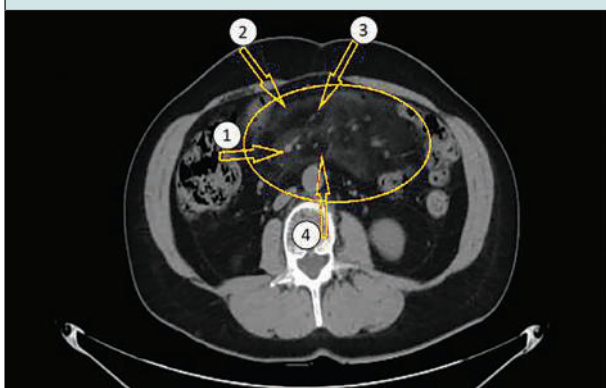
МСКТ органов брюшной полости пациентки с выявленными рентгенологическими признаками B. Coulier и их балльной оценкой
